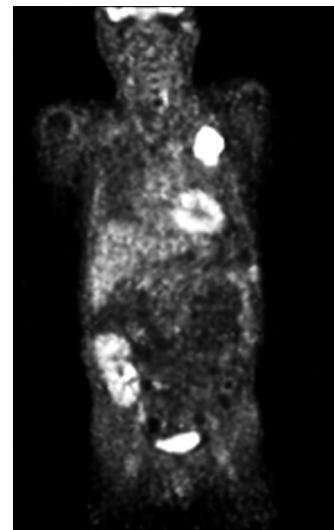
A large chest wall mass show increased FDG uptake and consistent with lymphoma involvement.
